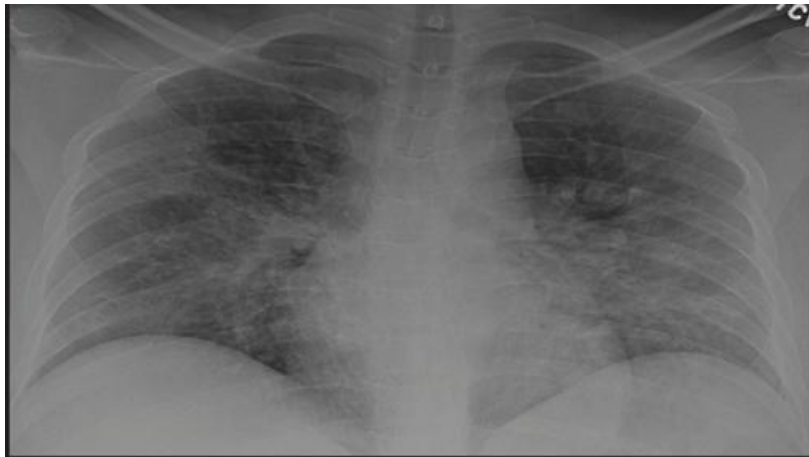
Radiographie du thorax d'une patiente à 33 semaines de gestation avec une pneumonie sévère de type COVID-19.
